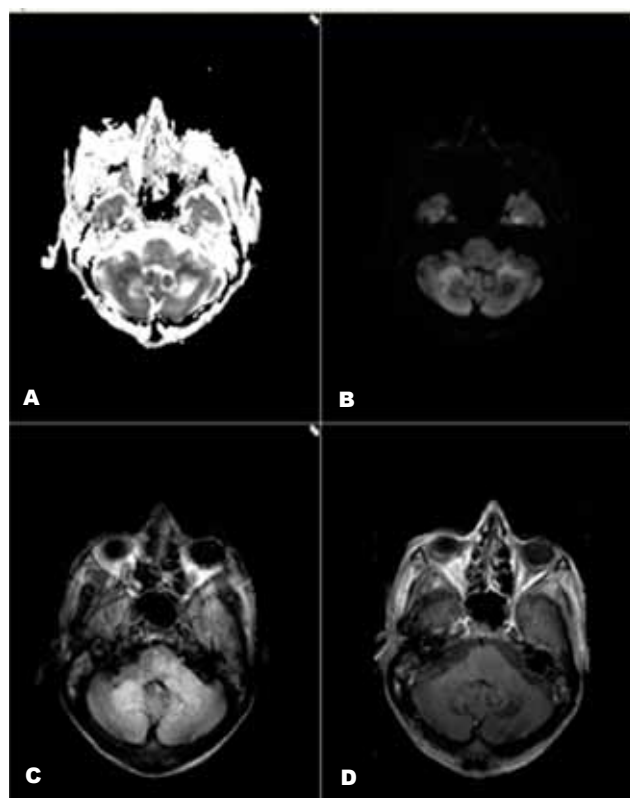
Caso 4. Estudo difusão axial (A) mapa ADC e (B) sequência DWI; FLAIR axial (C) e T1 axial (D) mostra lesões da substância branca envolvendo os hemisférios e pedúnculos cerebelosos médios. No estudo de difusão a lesão era heterogénea, observando-se áreas de hipersinal em DWI e hipossinal no mapa ADC na periferia lesional (restrição à difusão) e hipointensidade no DWI e hiperintensidade no mapa ADC central.
